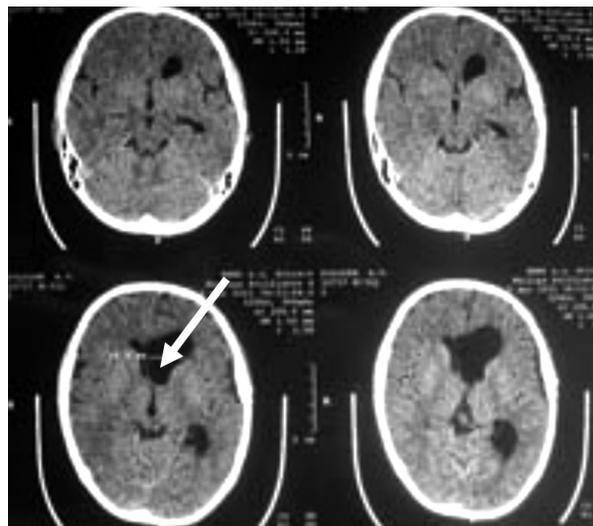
Больной Д., контрольное МСКТ после эндоскопического удаления опухоли (стрелками указано ложе удалённой опухоли).
